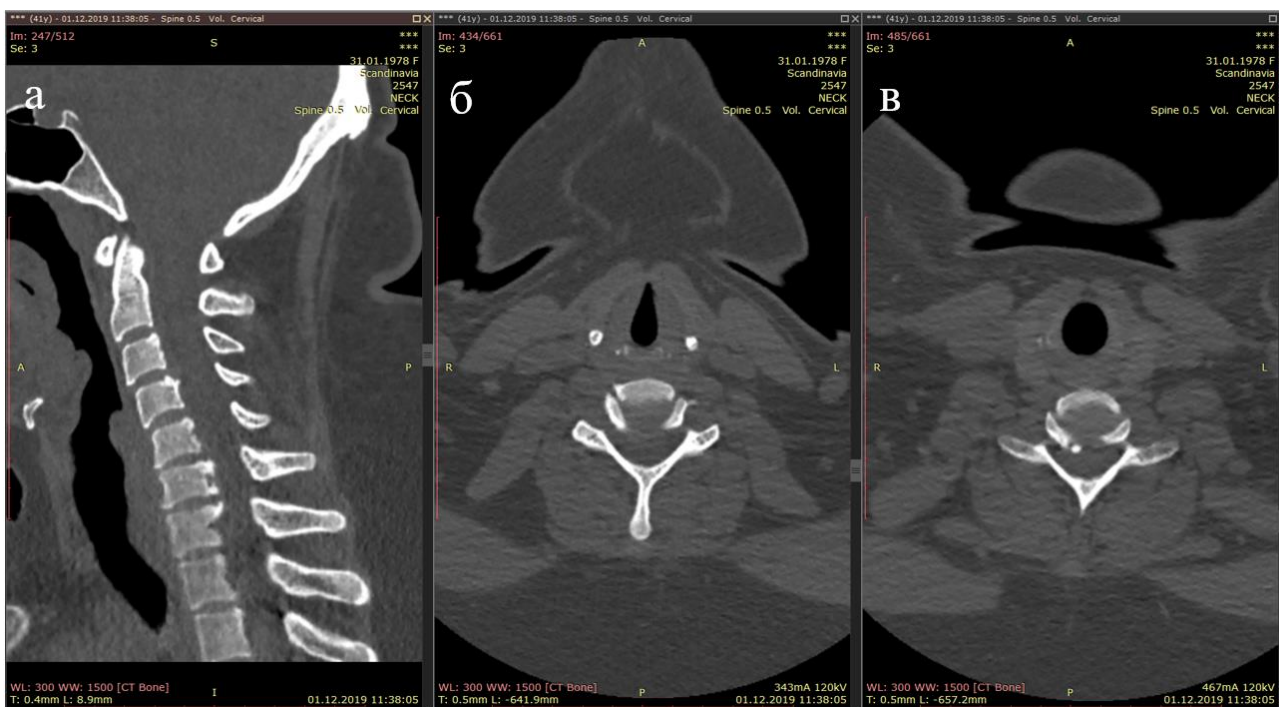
КТ шейного отдела позвоночника пациентки У., костный режим (а – сагиттальный срез, б – аксиальный срез на уровне С5-С6, в – аксиальный срез на уровне С6-С7)
